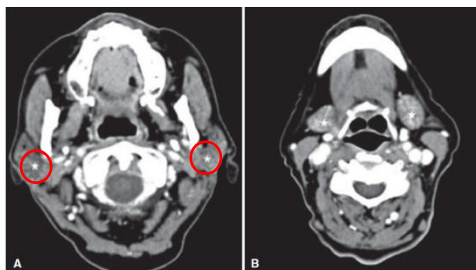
Axial soft-tissue algorithm multidetector computed tomography images (A) at the level of the parotid glands (stars) and (B) at the level of the submandibular glands (stars). Because the salivary glands have more fatty stroma than muscles, they appear less dense than adjacent muscles. (Courtesy Dr. K. Khashoggi, Jeddah, KSA.)
